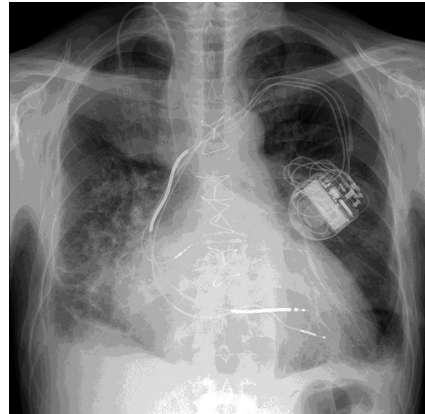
Рентгенограмма пациента с имплантированным СРТ
